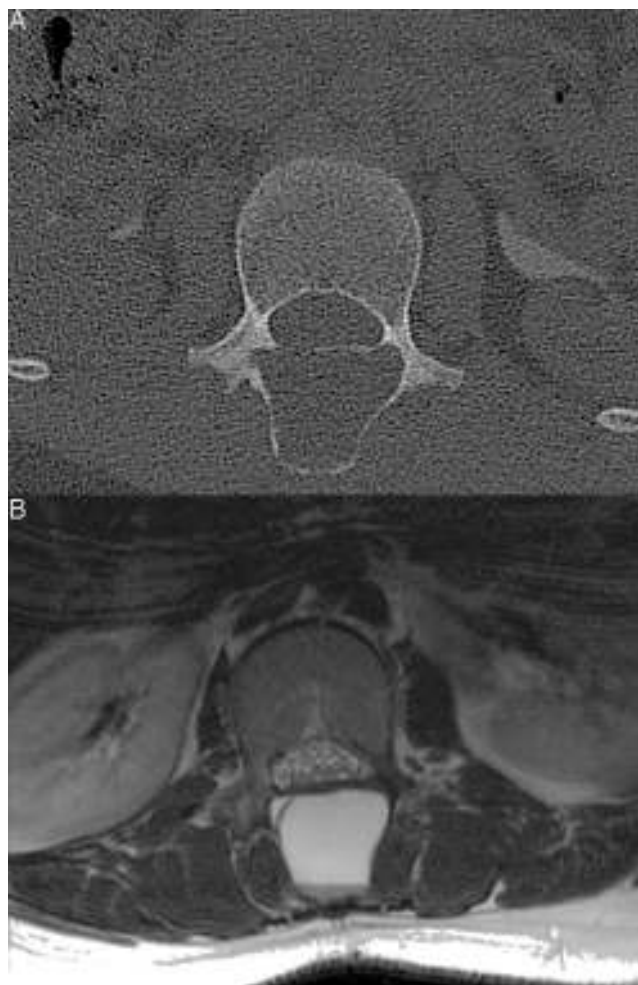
Quiste óseo aneurismático primario (QOA). A) Mujer de 15 años de edad. Imagen axial de TC. Lesión osteolítica, expansiva, sin disrupción de la cortical o calcificaciones internas localizada en la apófisis espinosa de L1. B) Imagen de RM con secuencia potenciada en T2 sin supresión grasa. Lesión ósea quística con niveles líquidos en su interior (sin antecedentes previos de trauma) y sin componentes sólidos asociados. Hallazgos compatibles con un QOA primario de columna.
